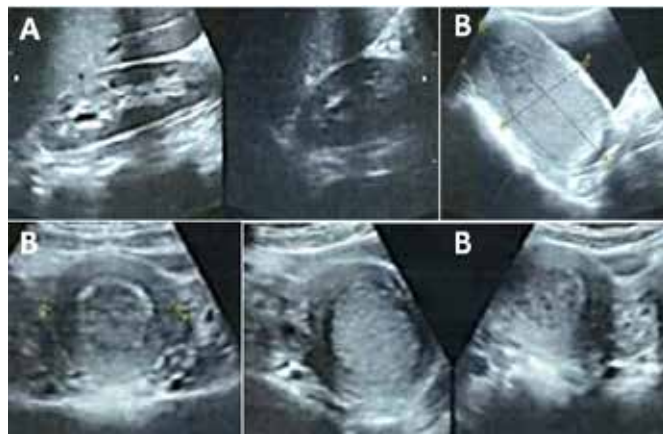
Imagens verificadas em ultrassonografia abdominal A: Rins normais. B: Grande hematometra.
